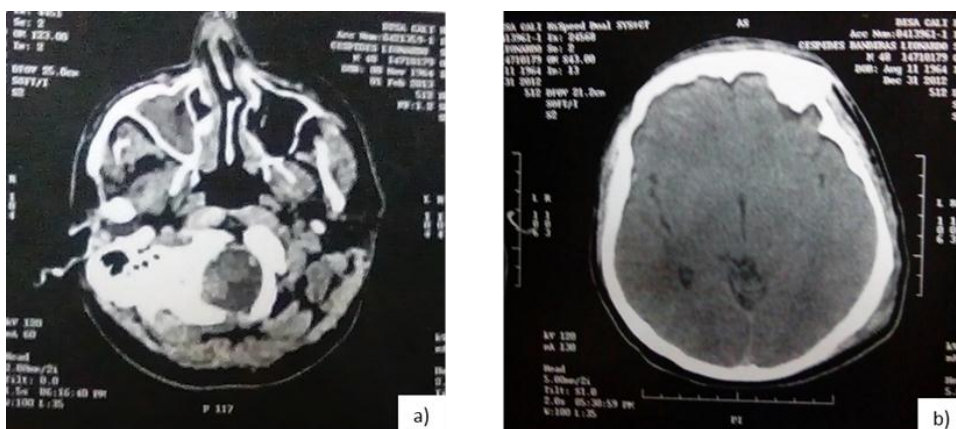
TAC simple. Corte axial. Se aprecian: a) Material de origen post traumático ocupando las celdillas mastoideas con fractura de la pared arteriomedial del canal auditivo izquierdo, fractura de tabique nasal. B) Continuación de apariencia edematosa frontal anterolateral derecha y frontal basal anterolateral del mismo lado.
